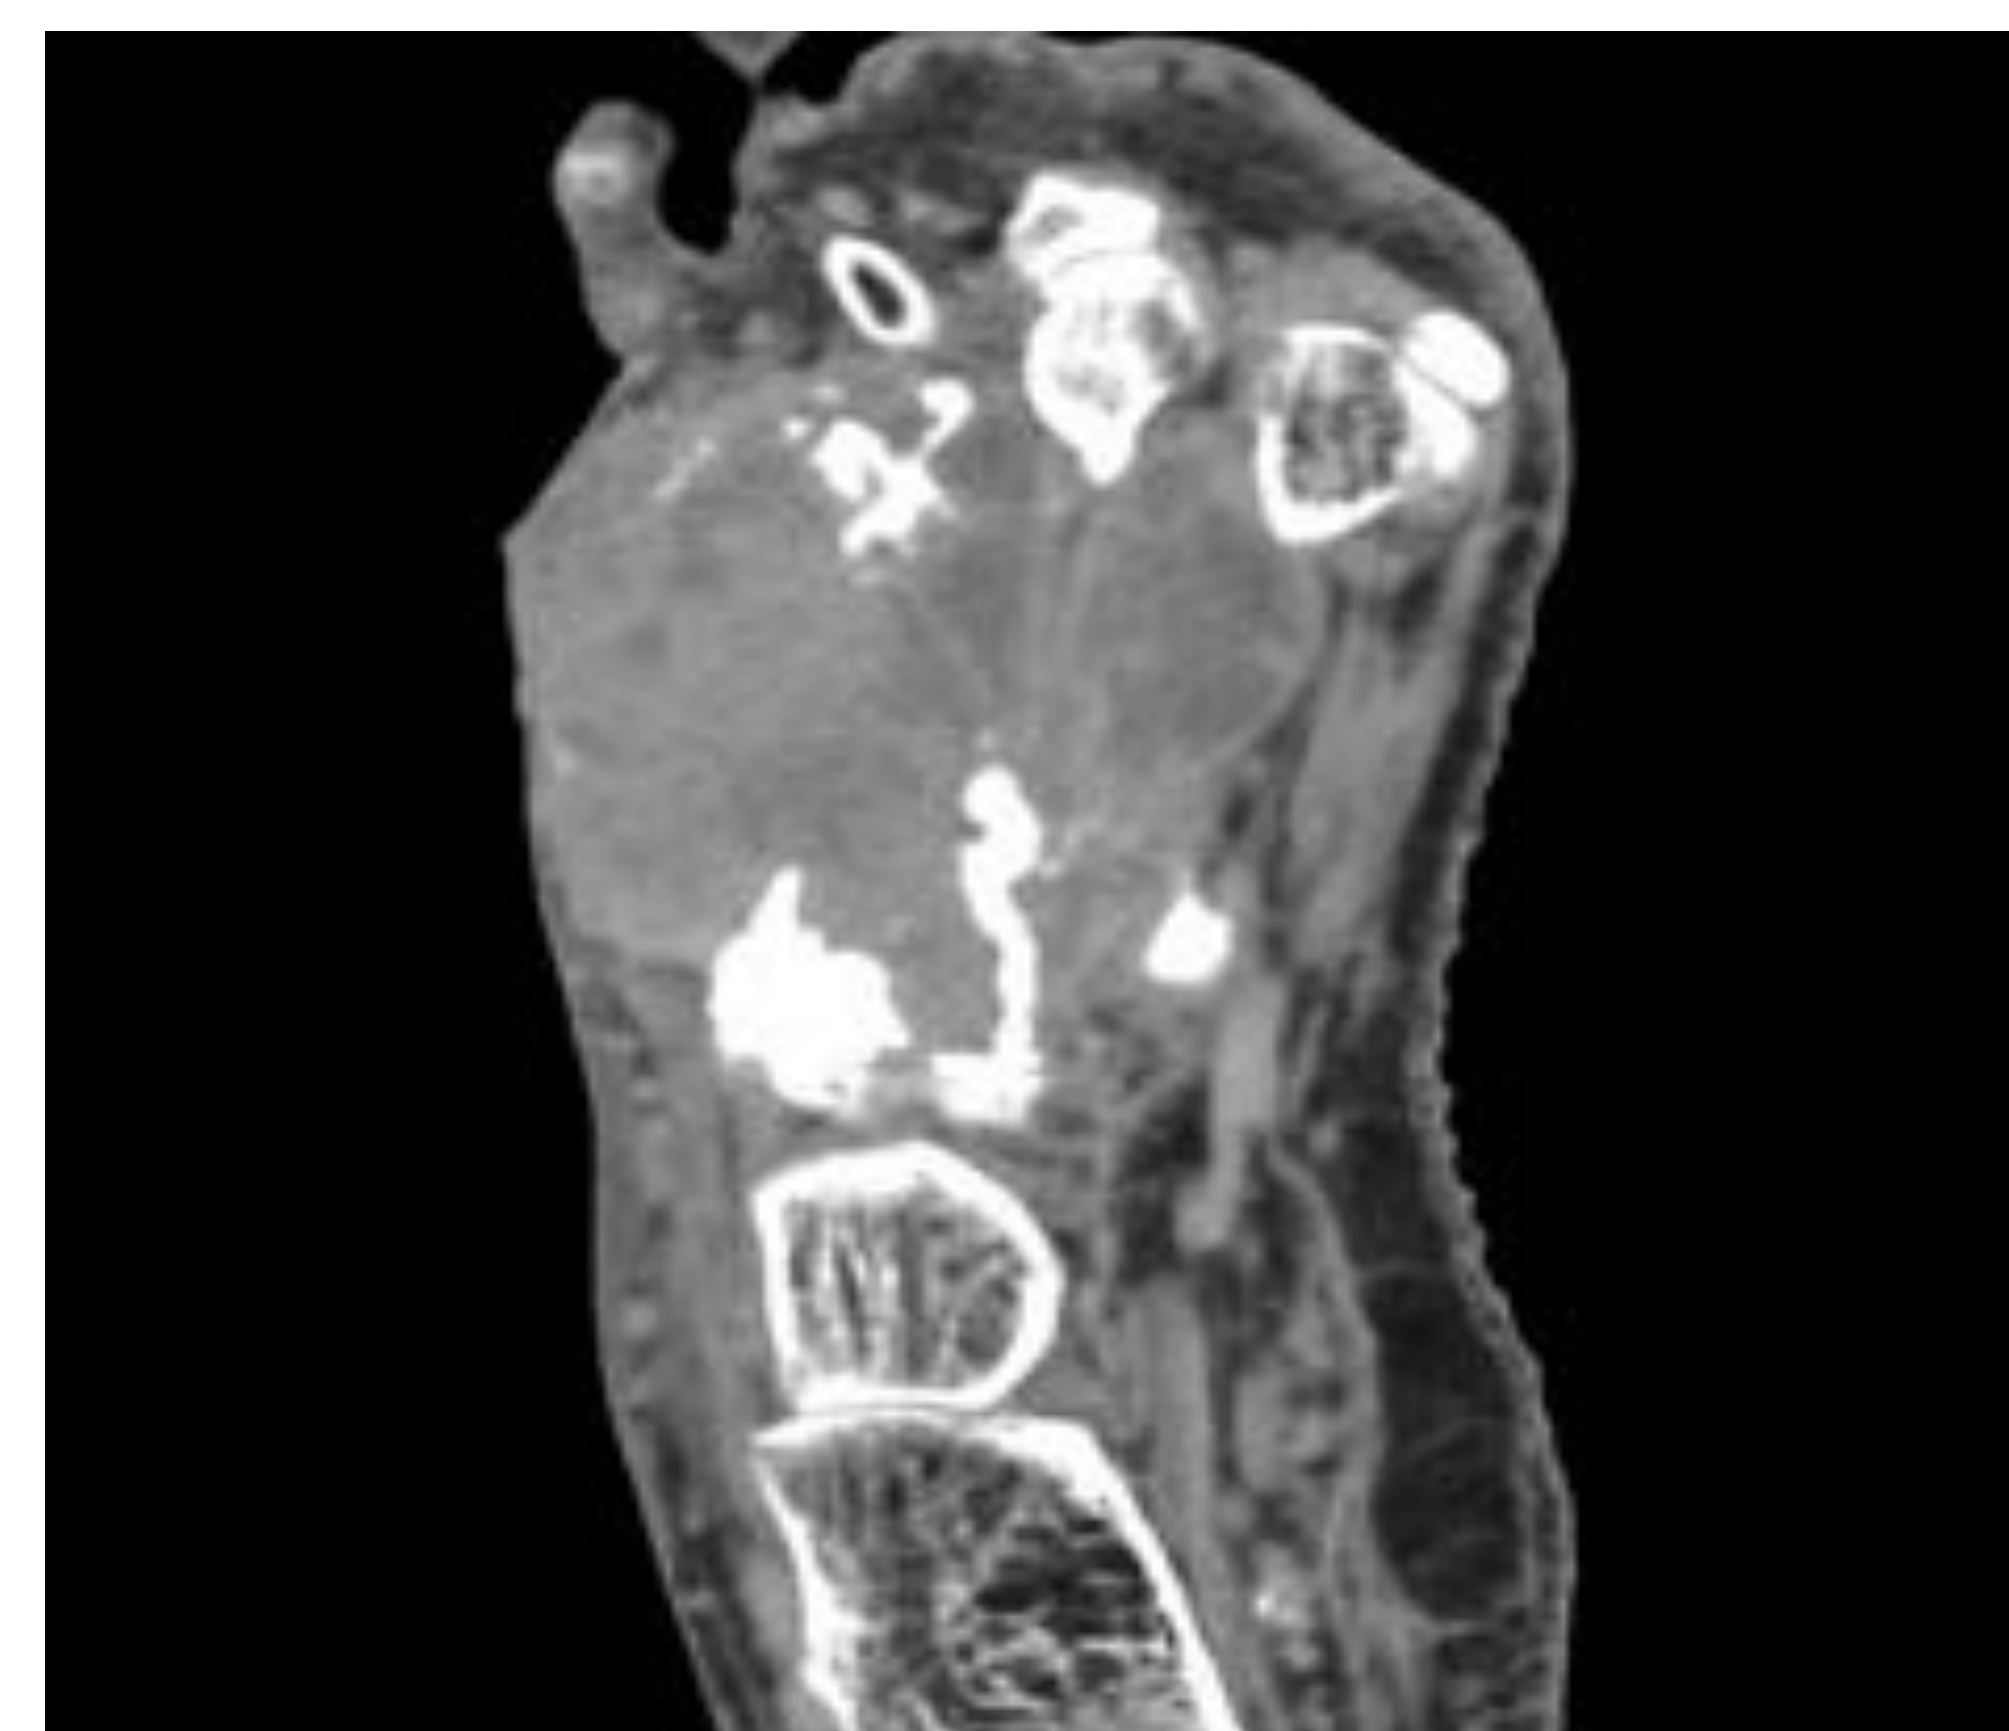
TC coronal de pie con CIV.
